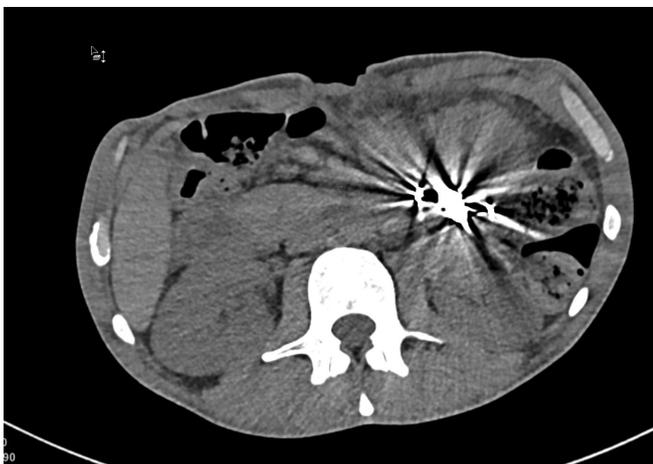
Cliché de tomographie assistée par ordinateur abdominale d'un homme de 42 ans, montrant des artéfacts dus au durcissement du faisceau dans la région endoluminale gastrique liés à la présence d'objets ingérés.
